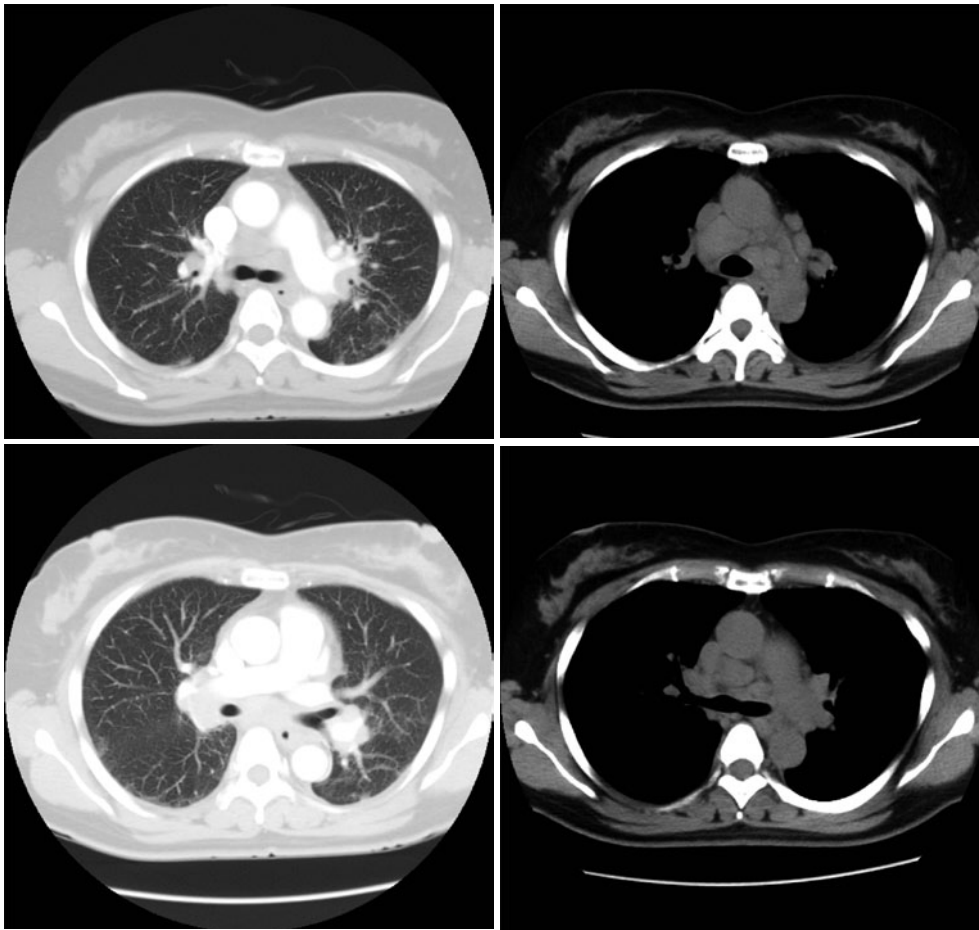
入院時の胸部CT. 両側肺門リンパ節および縦隔リンパ節腫脹, 両側びまん性にすりガラス様肺野濃度上昇を認めた.
